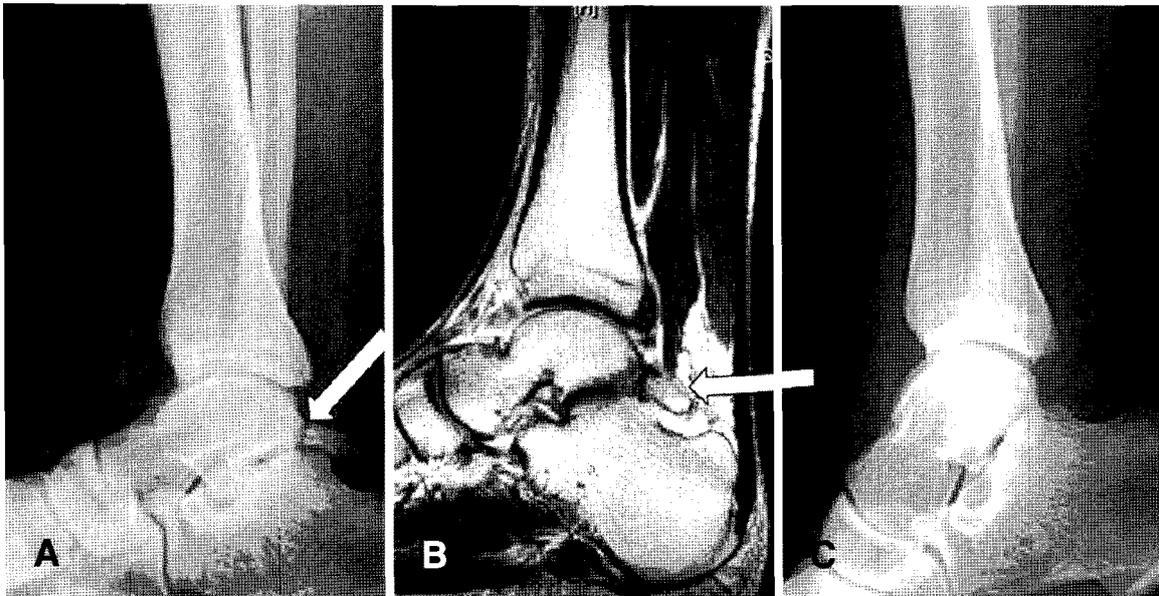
There is an os trigonum in plain radiograph (A), and MRI (B) (arrow). (C) We can notice that the os trigonum was removed.
